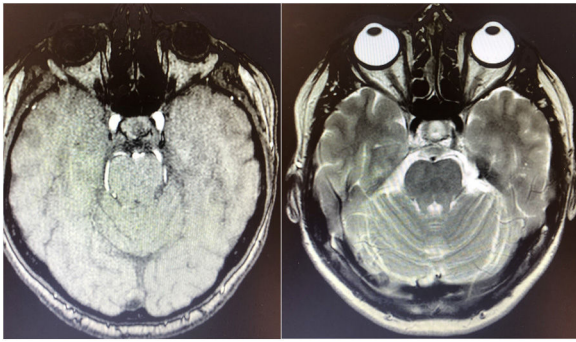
RM cerebral. En la parte de la izquierda se presenta corte axial con imagen potenciada en T1 con contraste y a la derecha corte axial con imagen potenciada en T2 a nivel de la protuberancia. No se identificaron malformaciones arteriovenosas ni lesiones estructurales en el ángulo pontocerebeloso.
